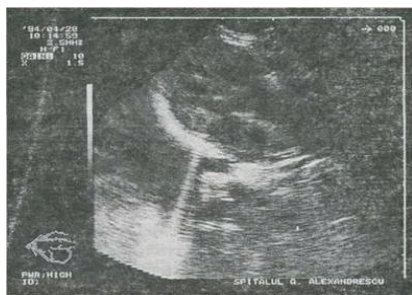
Ecocardiografia 2D în tetralogia Fallot.
